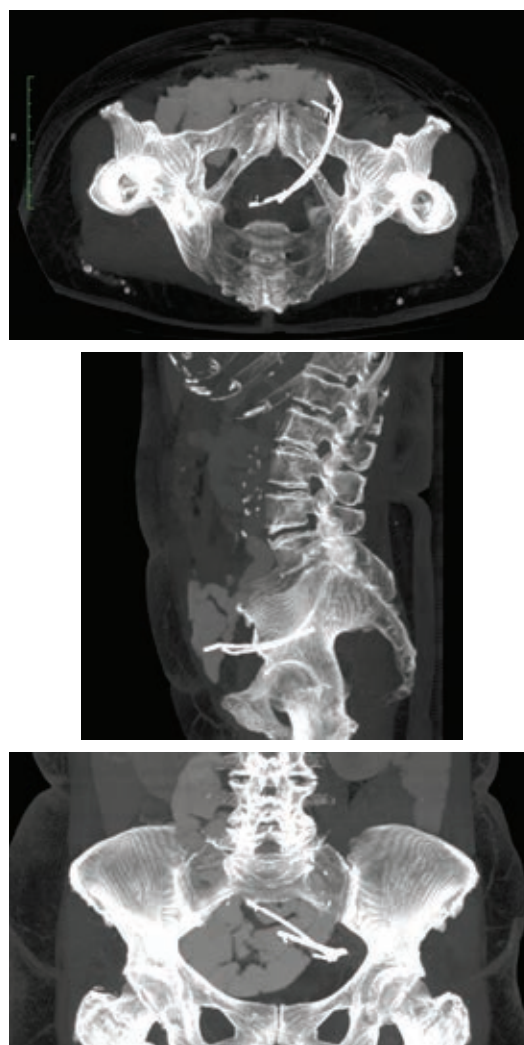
Tomografía axial computarizada de abdomen con contraste. En los cortes axial, sagital y coronal se aprecian dos imágenes alargadas compatibles con *stent* biliares en relación con el colon sigmoide, con extremo libre hacia la cavidad pélvica.
